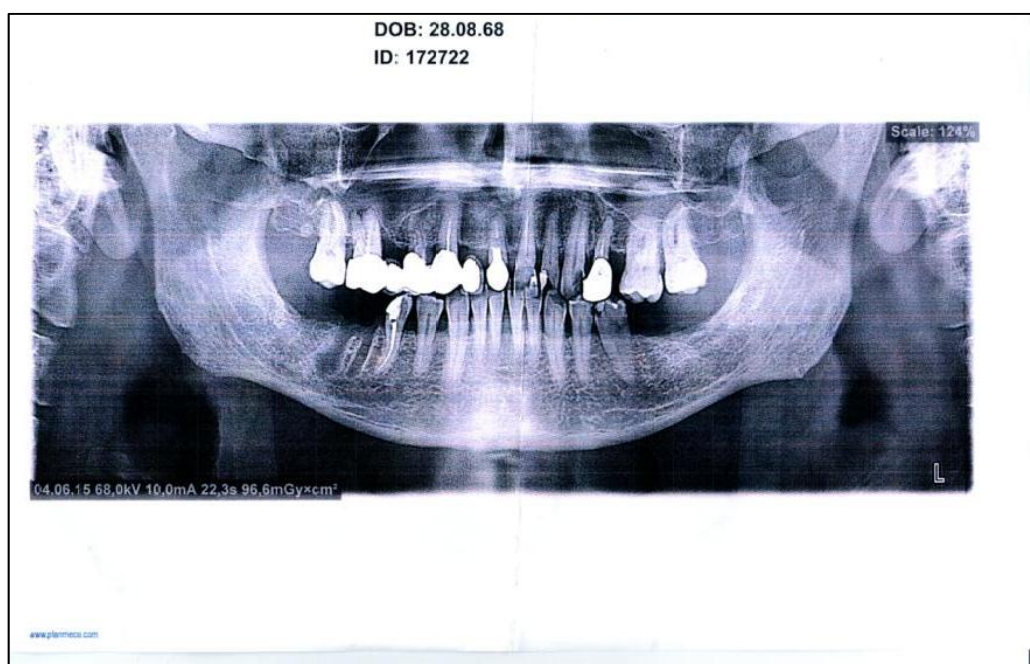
Ортопантомограмма пациента К.
